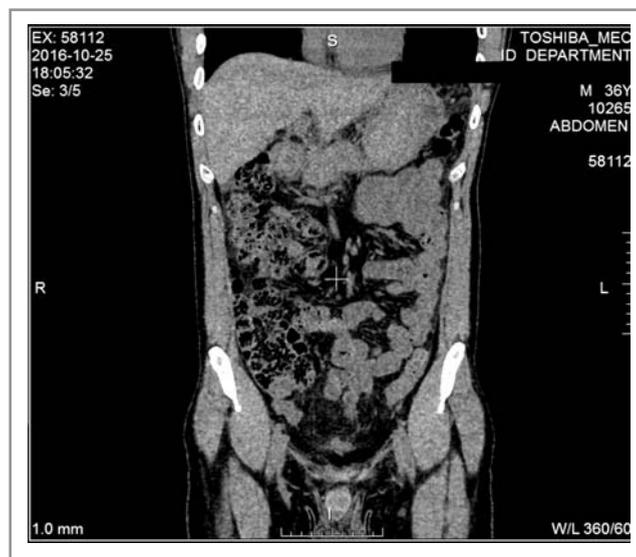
МСКТ органов брюшной полости от 25.10.2016.
